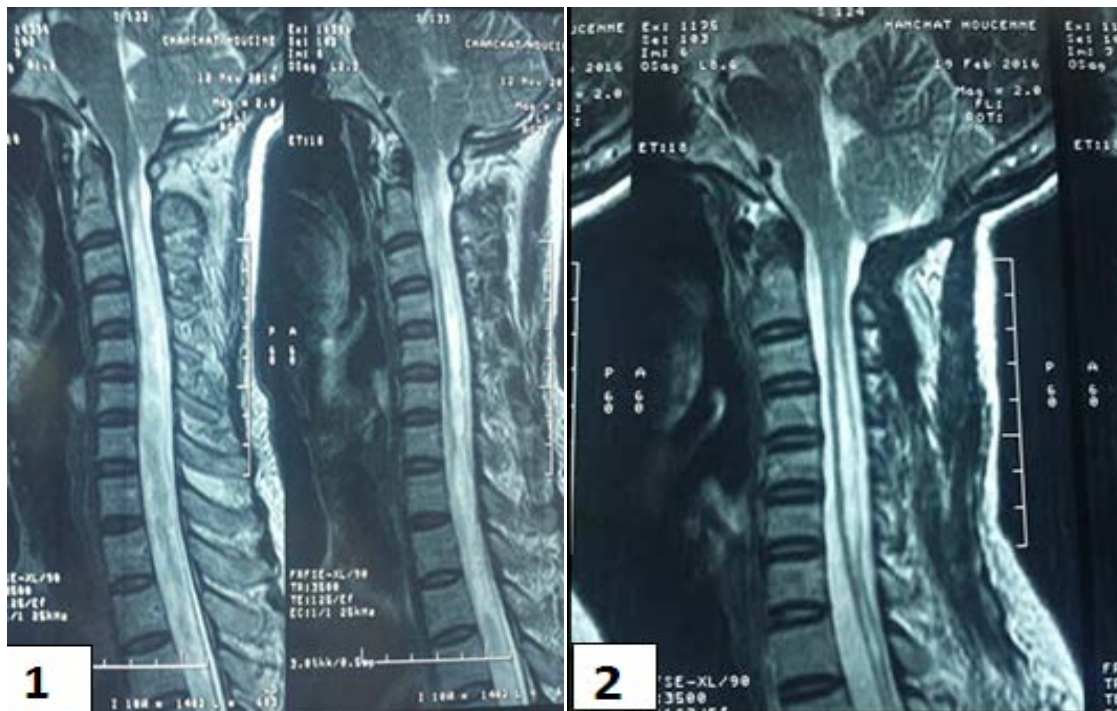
Coupes sagittales d'une IRM cervico-occipitale en séquence T2 chez un patient porteur d'une malformation Chiari I.
